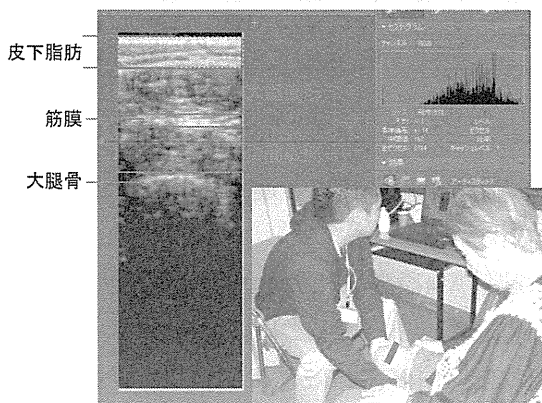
標準的な大腿前面の超音波画像の例と大腿EIの測定画面
